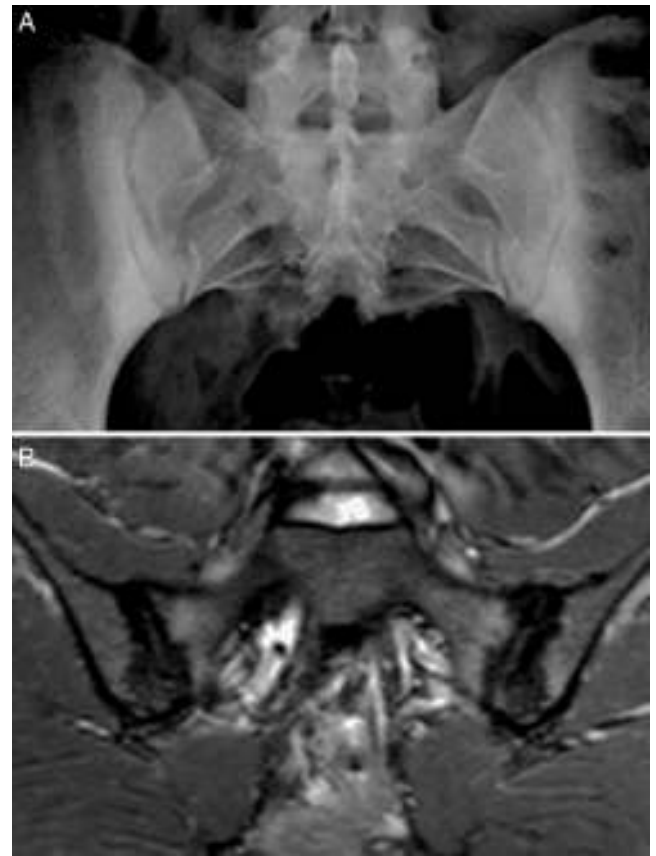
Caso 2. A) Radiografía con marcada esclerosis bilateral en ambos márgenes óseos de las articulaciones sacroiliacas. B) RM de sacroiliacas que muestra esclerosis, erosiones y edema óseo demostrativo de sacroilitis activa.
